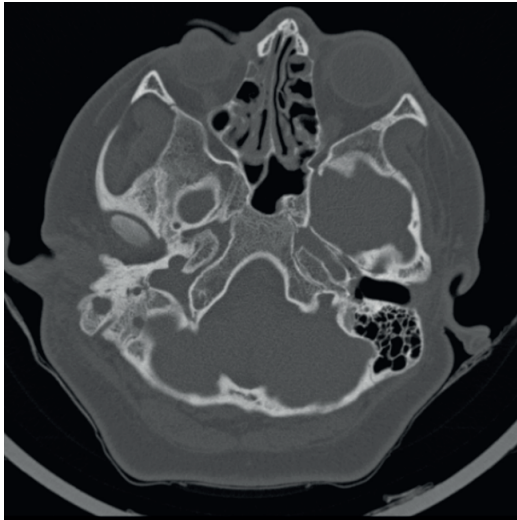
Tomografía Axial Computarizada (TAC) de cráneo donde se observan cambios líticos, con pérdidas de las corticales óseas interna y externa condicionando continuidad con estructuras intracraneales.
